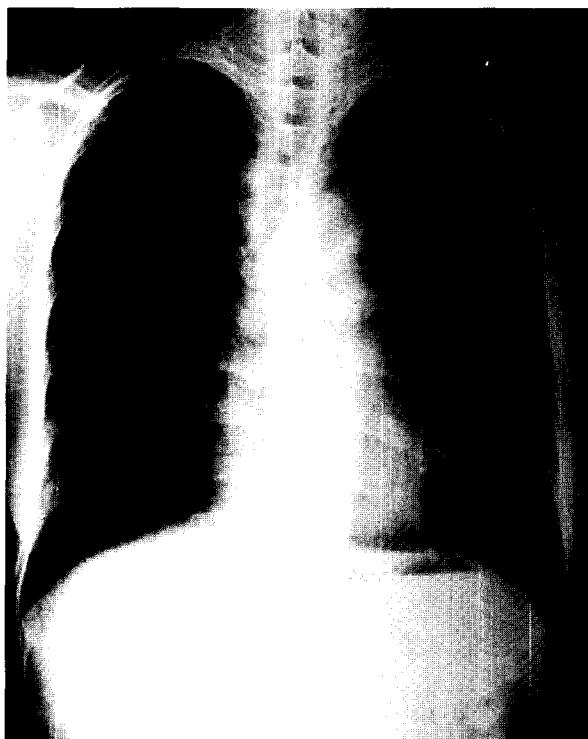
Chest X-ray of postoperative 6 months shows normal findings
